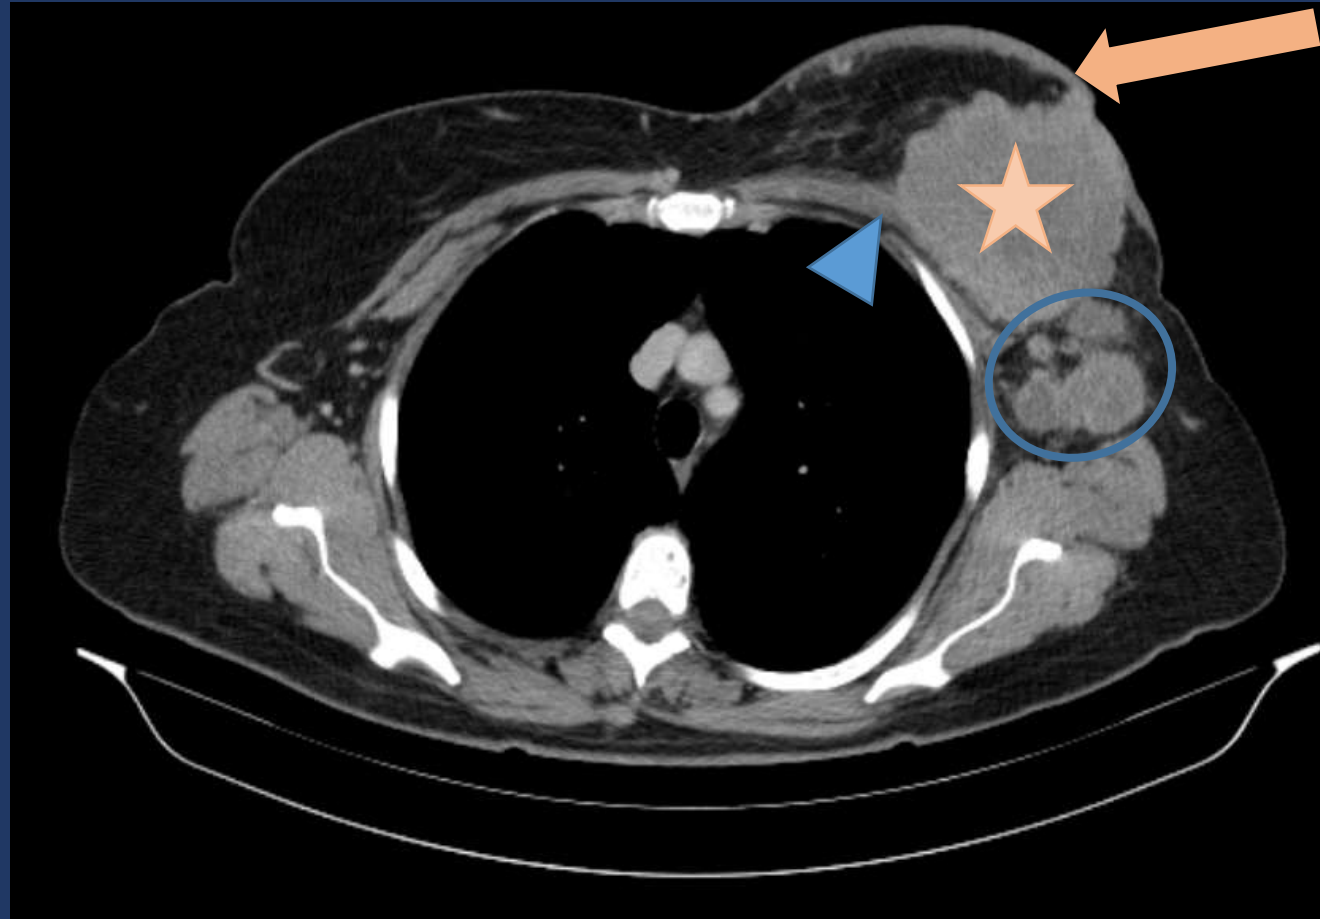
CA DE MAMA: corte axial de TC de tórax sin contraste donde se aprecia lesión sólida heterogénea en mama izquierda (estrella), que se acompaña de engrosamiento de los planos dérmicos superficiales (flecha), sin plano de clivaje con el músculo pectoral mayor (cabeza de flecha). En la axila ipsilateral se reconocen adenopatías (círculo)
